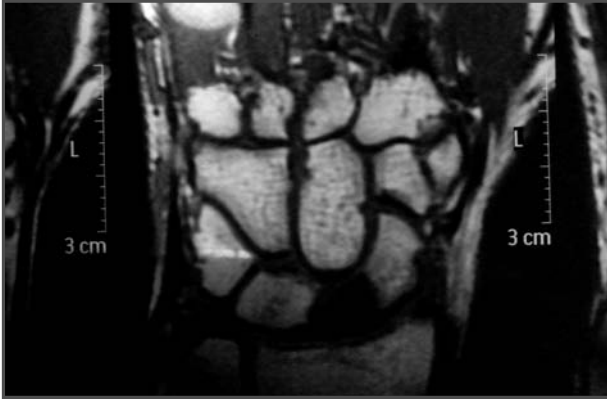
RM con contraste: se aprecia la nula vascularización del polo proximal del escafoides, pues no capta el gadolinio, lo cual es indicativo de su necrosis.
